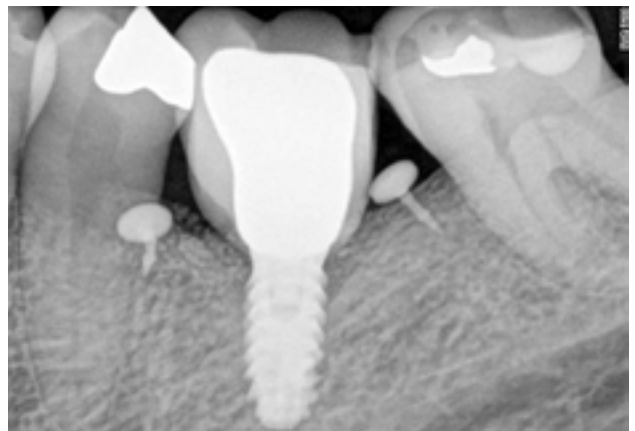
Radiografía de control a los 6 meses de seguimiento del caso 3.
